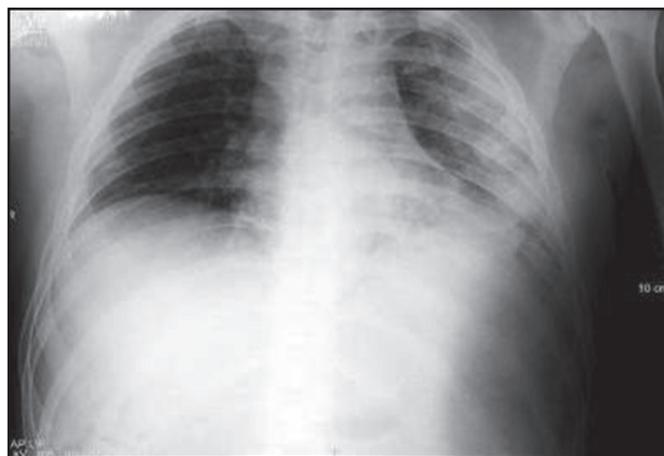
Radiografia de tórax mostrando condensação em hemitórax esquerdo
